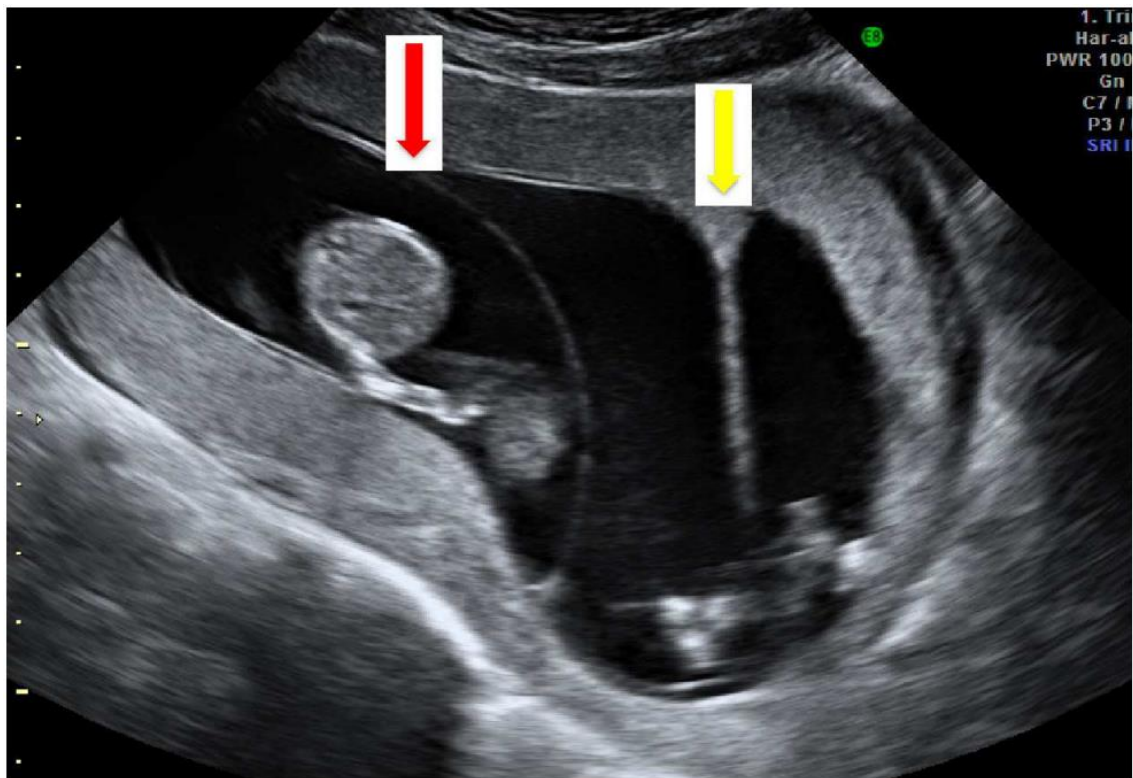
Imagen de ecografía abdominal en una gestación triple, bicorial triamniótica en la semana 12 de gestación. Se pueden observar tanto el signo lambda (flecha roja), como el signo T (flecha amarilla).
